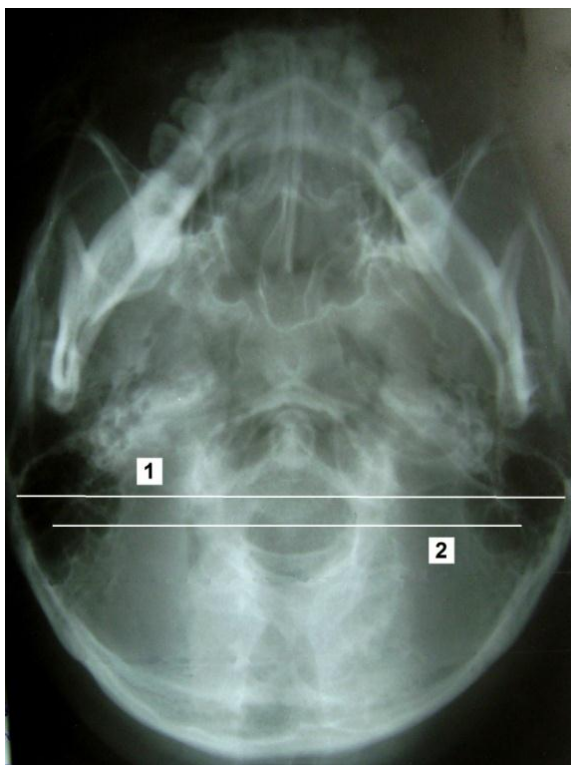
Измерения на рентгенограмме основания черепа: линия 1 — ширина основания черепа; линия 2 — расстояние между вершинами сосцевидных отростков
